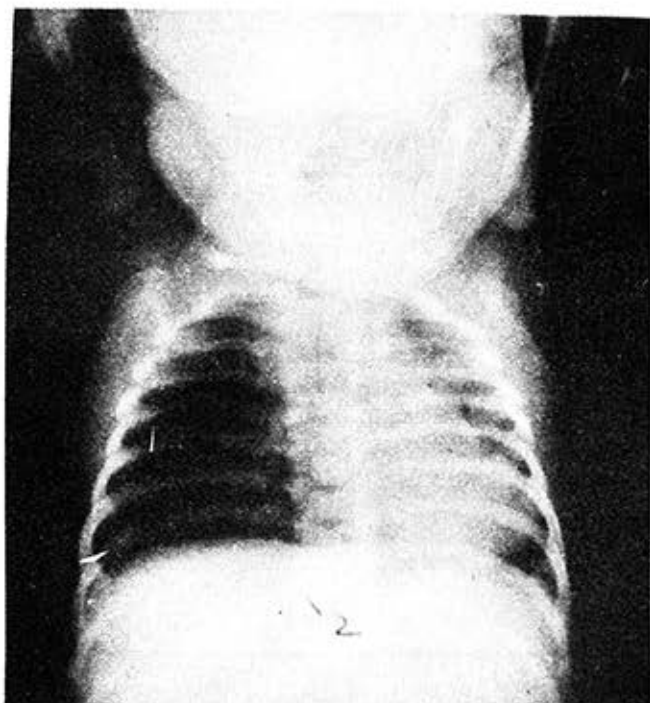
Paciente 3. Se observa hiperventilación pulmonar localizada en lóbulo medio, con desplazamiento de la tráquea y herniación del mediastino hacia la izquierda (radiografía de tórax simple).
